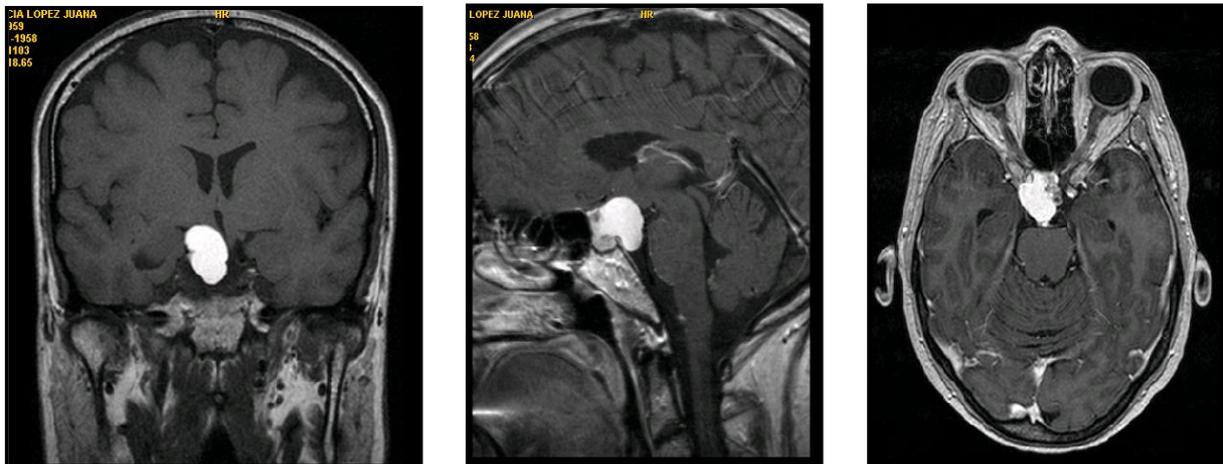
Craneofaringioma. RM secuencia T2 con contraste, corte coronal (izda), sagital (centro) y axial (dcha.).
